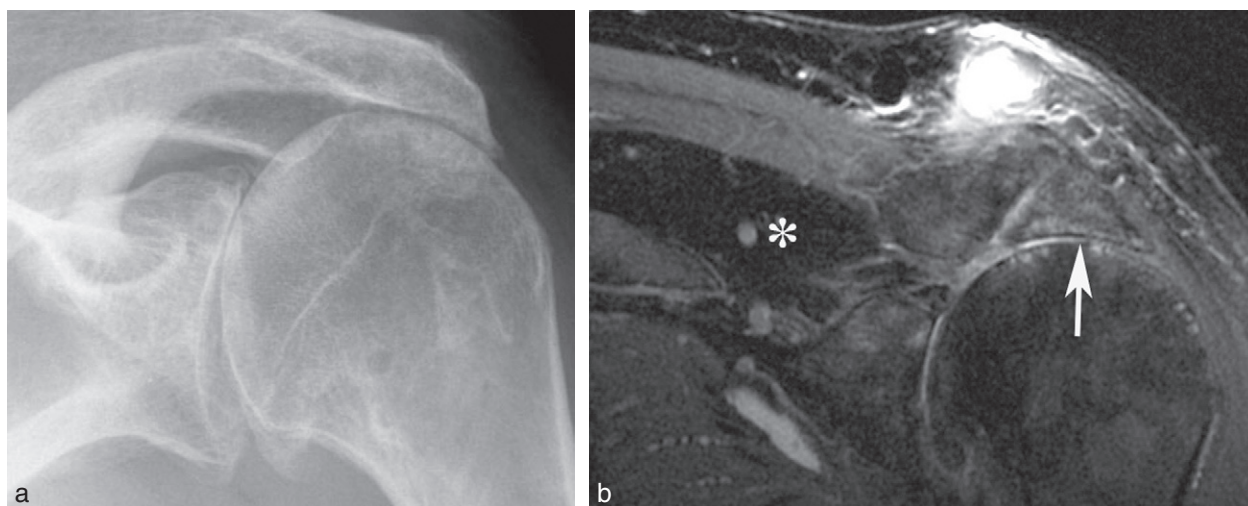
Omarthrose excentrée. a. Cliché standard de face montrant l'omarthrose excentrée avec une néoarticulation acromiohumérale, un pincement glénohuméral supérieur et une importante ostéophytose humérale inférieure. b. IRM en pondération T2 montrant la déshabitation de la fosse du supraépineux (astérisque) complètement occupée par de la graisse, la néoarticulation acromiohumérale avec une acétabulisation acromiale (flèche) et un volumineux kyste de l'articulation acromioclaviculaire.
